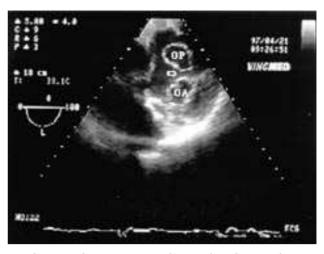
Ecocardiograma transesofágico, plano horizontal, transgástrico. Se aprecian las dos bocas de pez, abiertas en diástole, separadas por un rafe medio (flecha); OA: orificio anterior; OP: orificio posterior.
